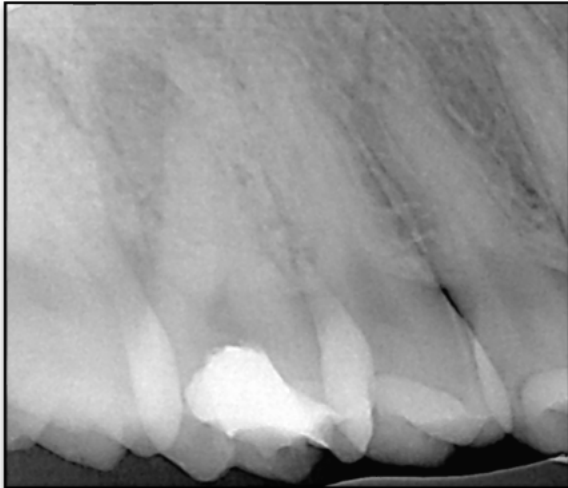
Radiografía inicial pieza 1.6
